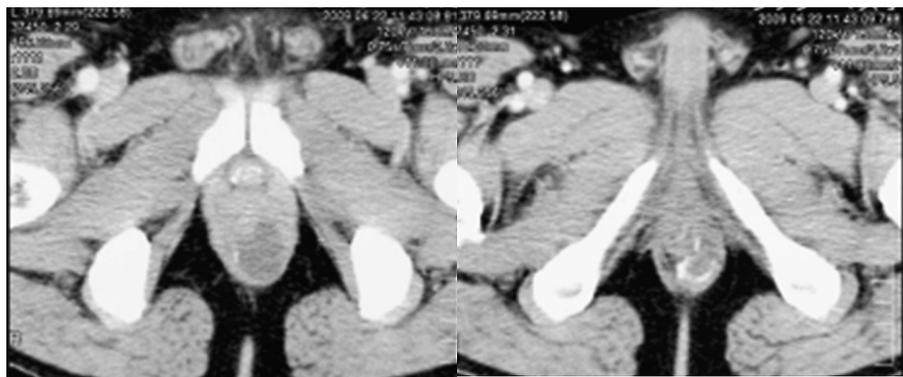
初診時の造影CT検査：肛門左後方に辺縁に一部石灰化を伴う嚢胞性腫瘍影を認めた。
